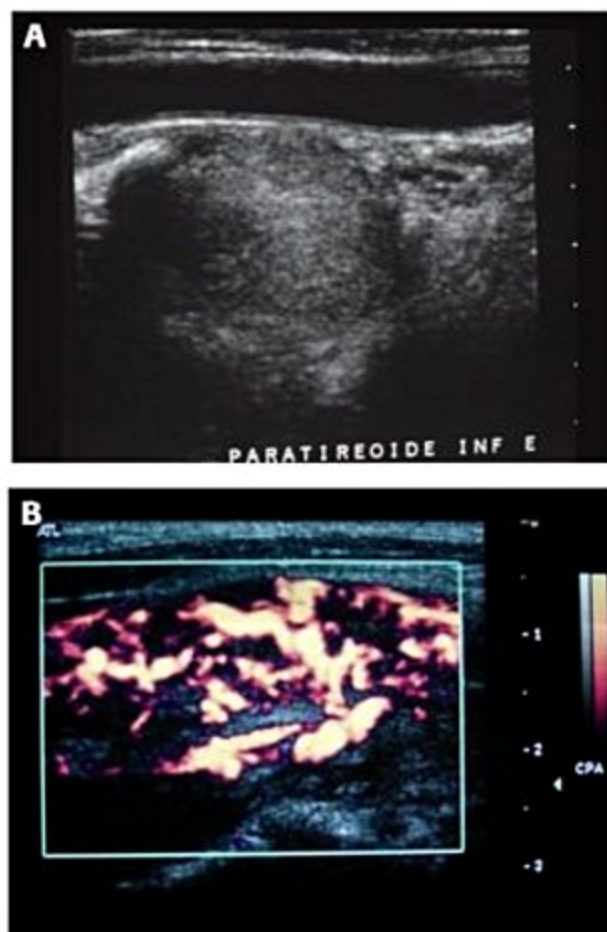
Carcinoma da paratireoide. (A) Corte US em longitudinal que mostra grande lesão nodular sólida hipoeoica na topografia da paratireoide e que tem contato com a carótida adjacente. (B) O mapeamento com Doppler de amplitude mostra aumento da vascularização no interior do nódulo.
